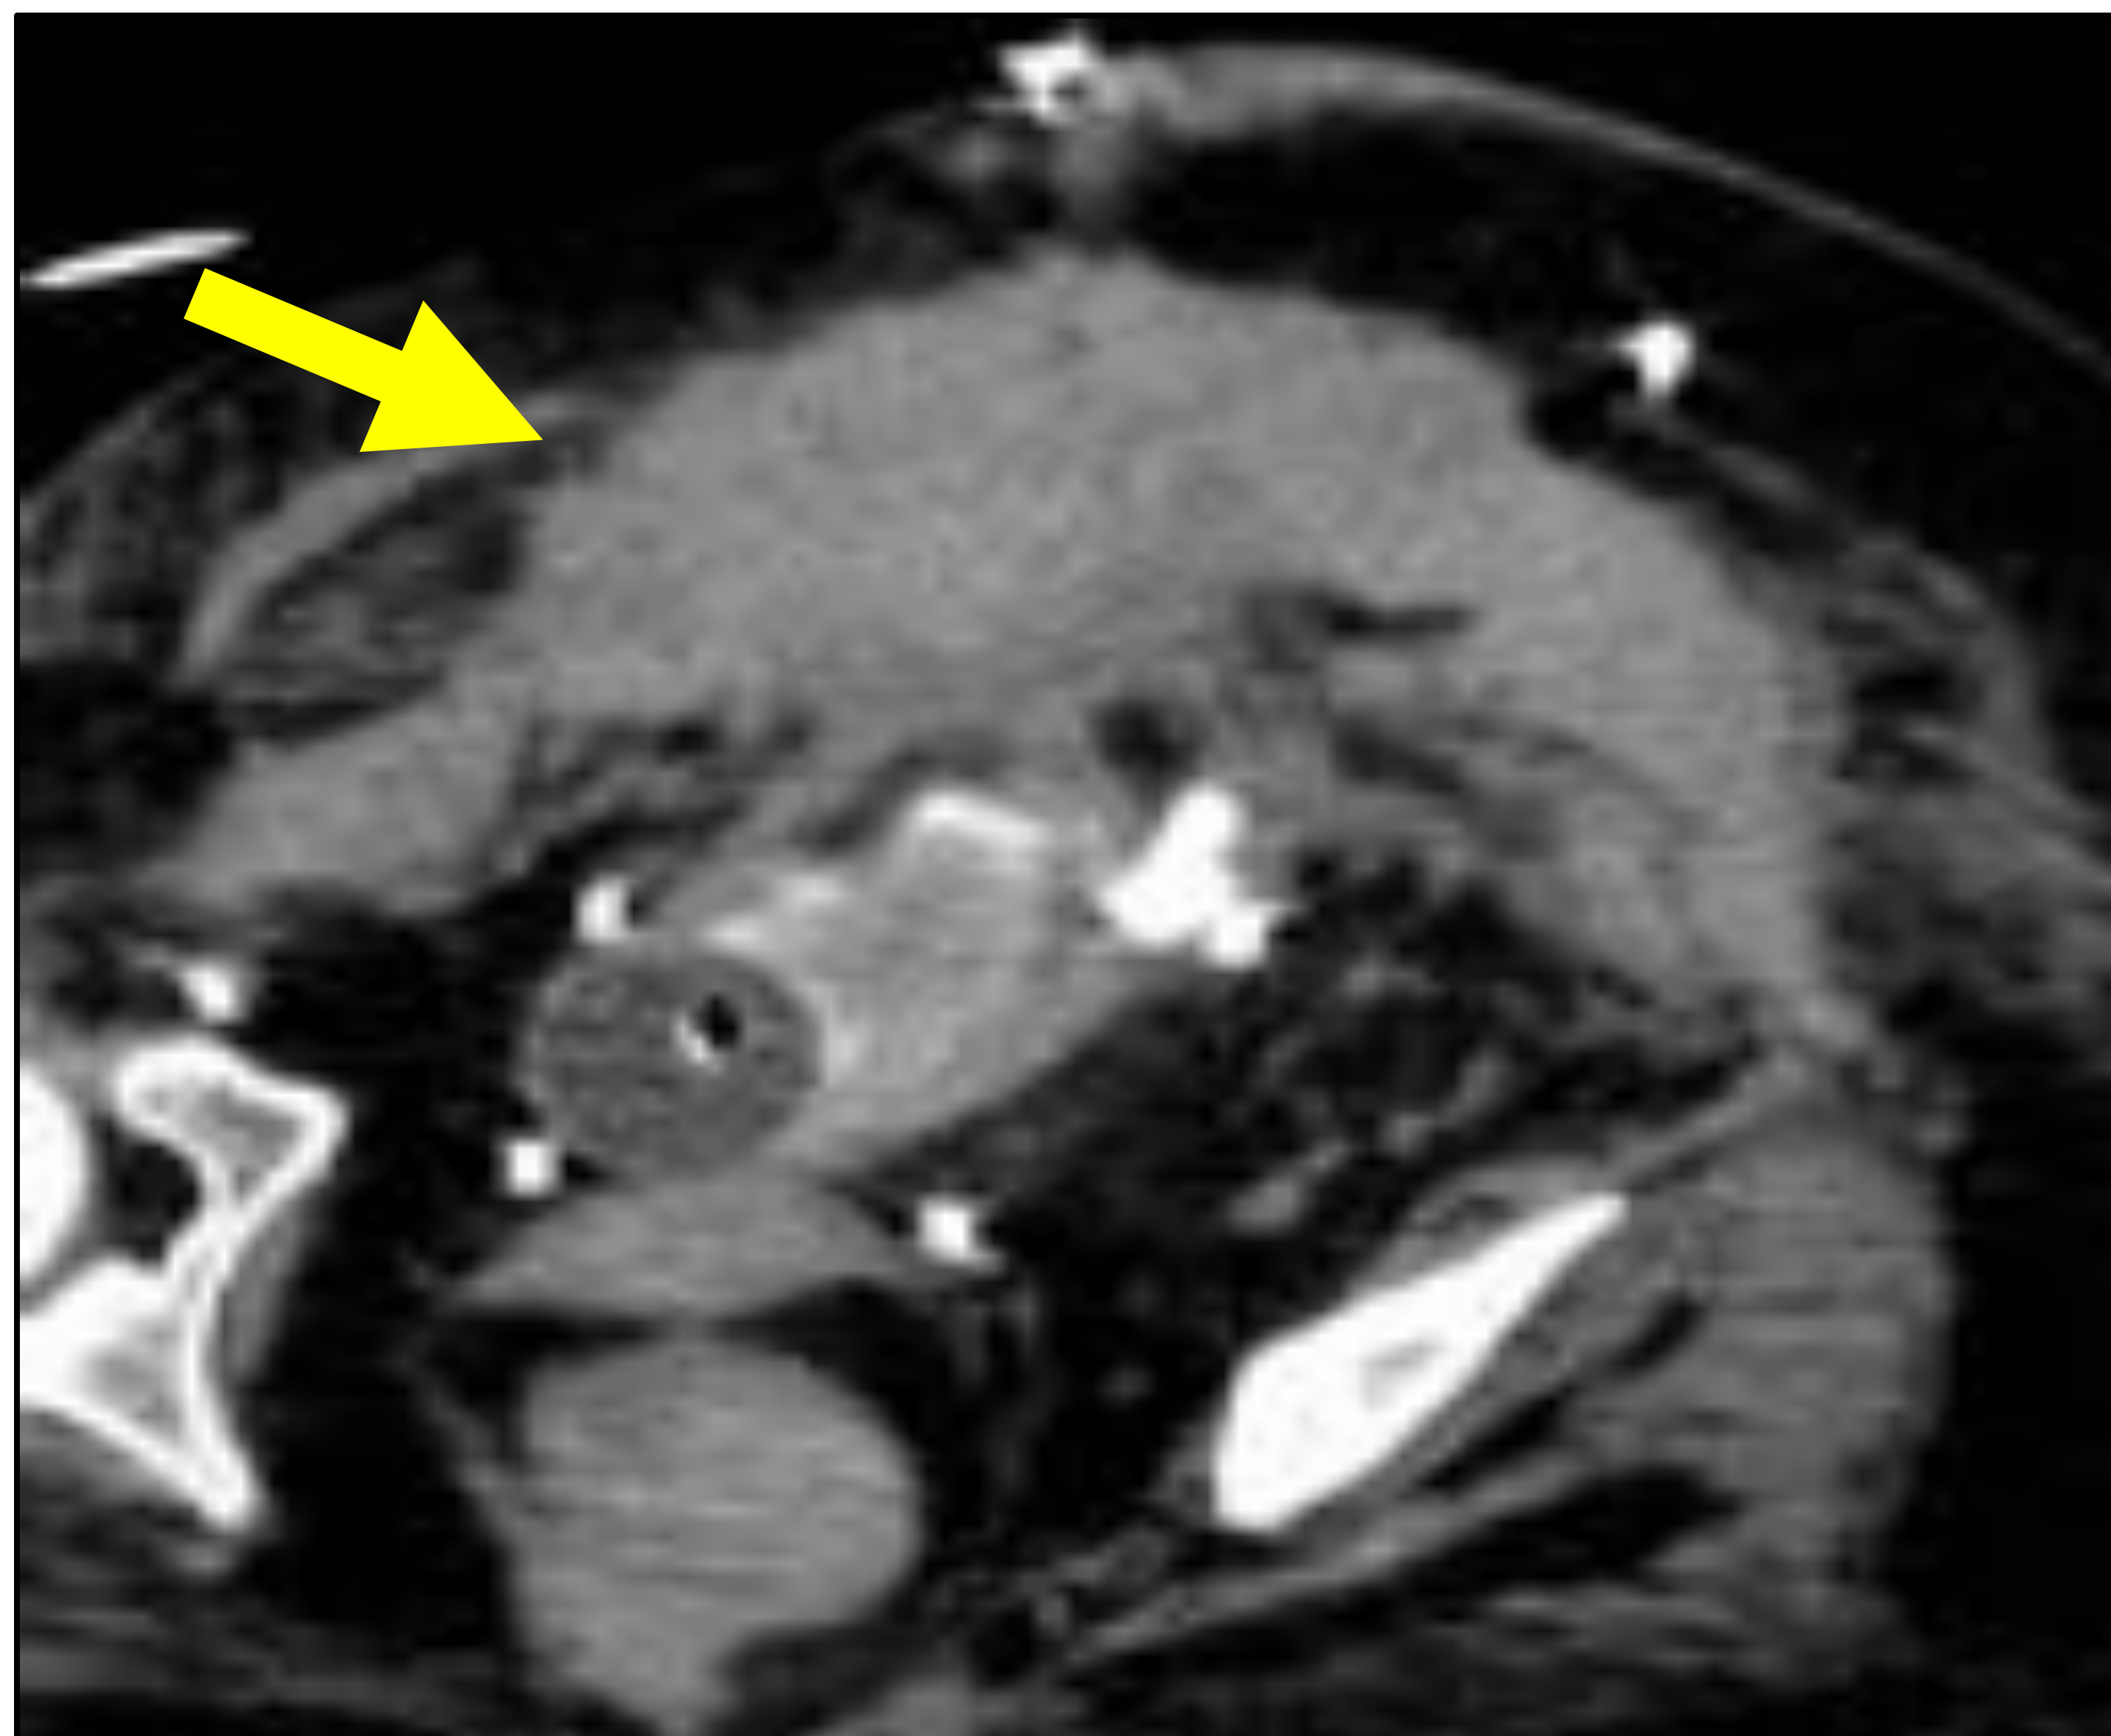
Mujer intervenida de colangiocarcinoma intrahepatico realizandose hepatectomia izquierda con colangioanastomosis a yeyuno y pie de asa. Se solicita Angio-TC urgente por hipotension Hb de 3,5. En el estudio se observó sangrado arterial activo en asa de yeyuno implicada en la colangioanastomosis. Se decidió realizar embolización.*
